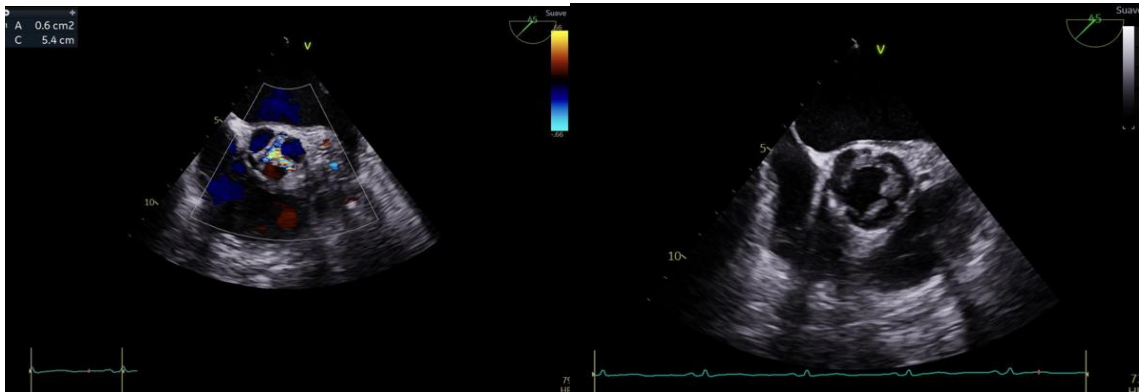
Ecocardiograma transesofágico urgente: Se confirma engrosamiento y afectación en eje corto de los tres velos aórticos que condiciona insuficiencia aórtica severa.
